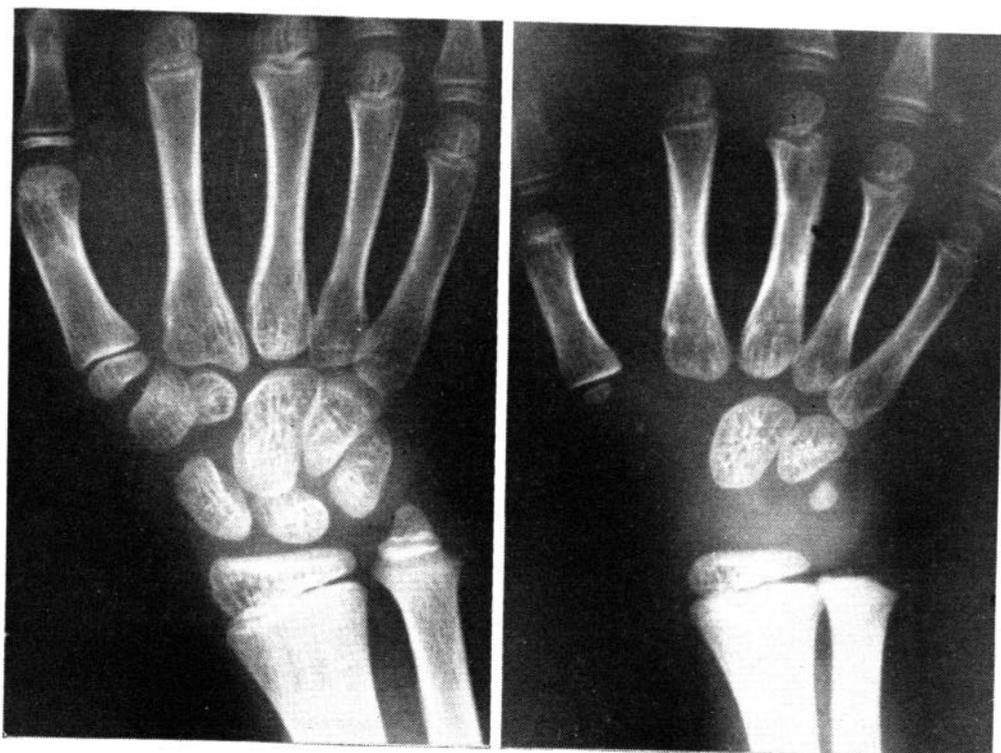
A la derecha, radiografía de la muñeca de un niño guatemalteco de nueve años, con una edad ósea de tres años, en febrero de 1951. A la izquierda la muñeca del mismo niño que al final de un programa alimenticio suplementario, septiembre de 1952, había logrado un desarrollo de cinco años completos en edad ósea.
